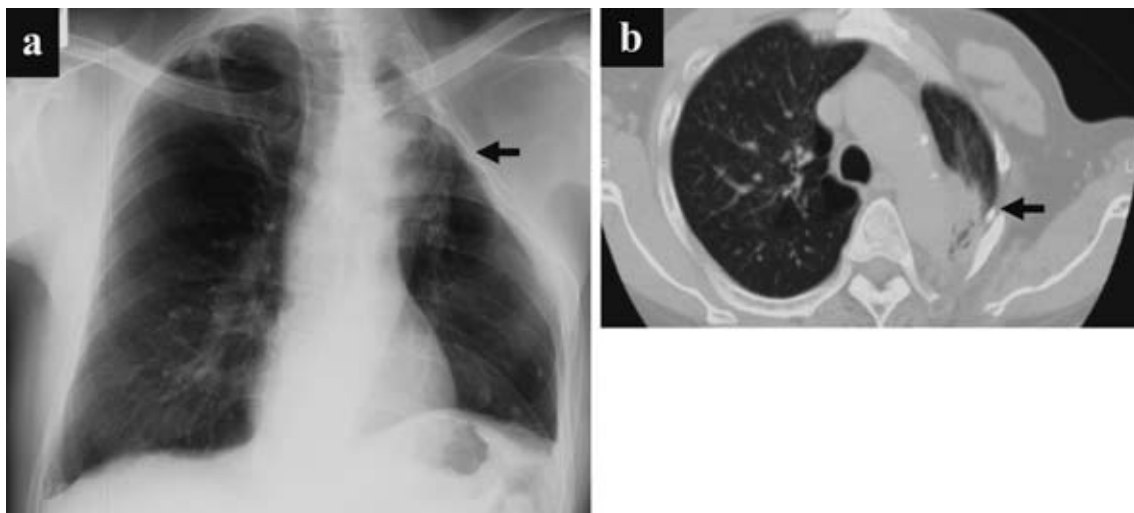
Radiographic data on Case 8. a) Chest radiograph on admission, revealing deformity of the left thoracic cage due to thoracoplasty and infiltrative shadow adjacent to aortic arch. b) Chest computed tomography scan on admission shows a nodular opacity adjacent to aortic arch.
